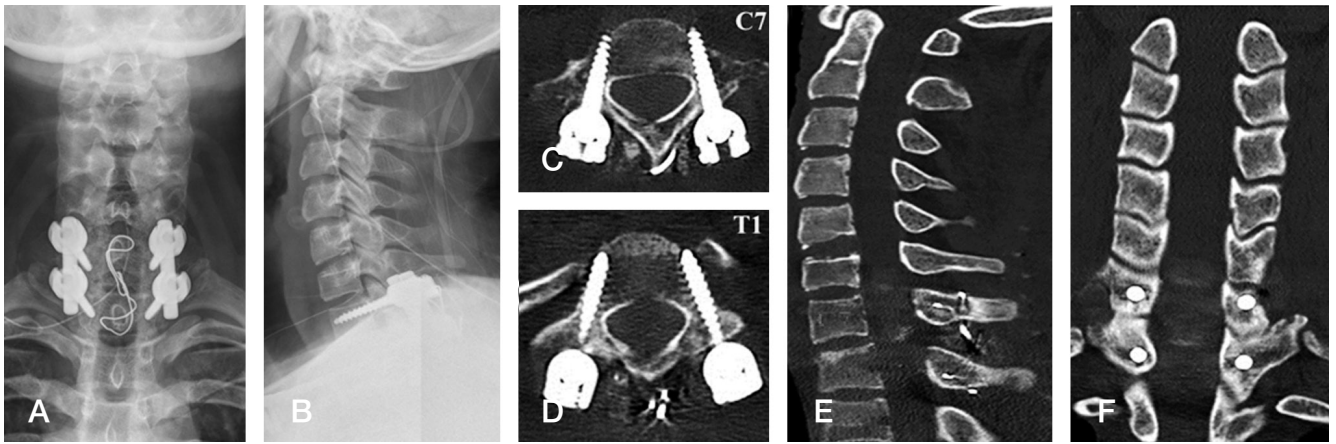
(A-B) Anteroposterior and lateral views of plain radiographs after posterior fusion with screw, rod, and wire. (C-F) Axial and sagittal CT images after operation.
